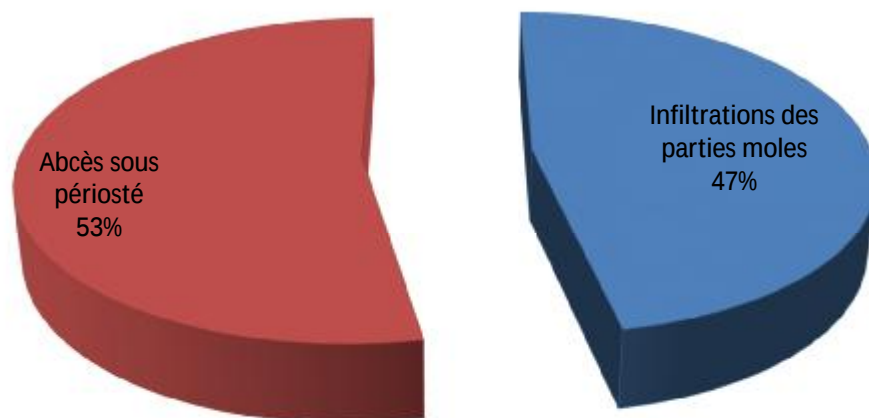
Répartition en fonction des résultats de l'échographie dans l'ostéomyélite
